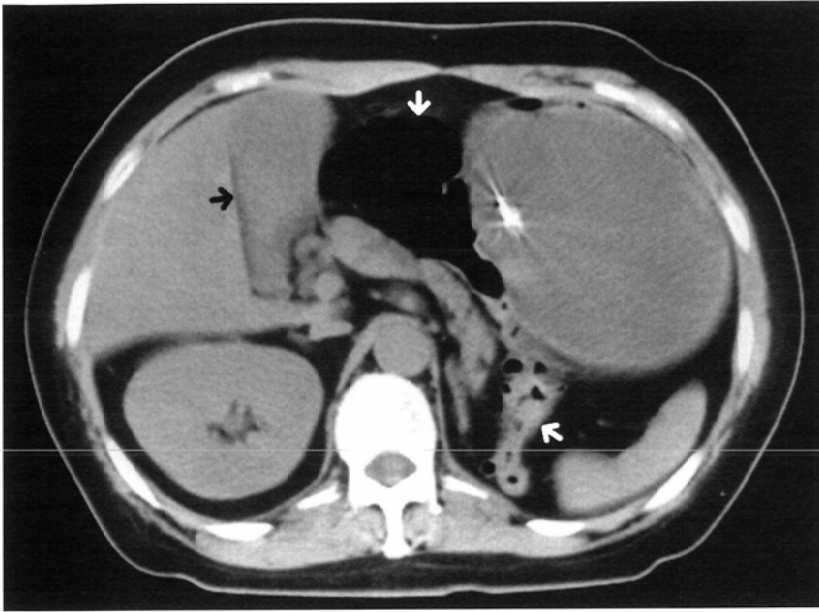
CT section at the level of the pancreatic body. The transverse colon (white arrow) interposes between the stomach and the pancreatic body. Black arrow indicates the gall bladder.
